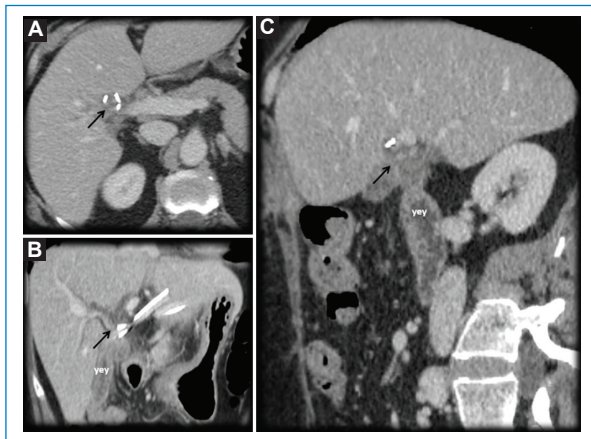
Paciente de sexo femenino, de 36 años. Antecedente de quiste del colédoco Todani Ib. Cambios posquirúrgicos de una anastomosis hepatoyeyunal derecha. TC en fase venosa. A: corte axial. B y C: MPR coronal. A, B y C: anastomosis hepatoyeyunal (flecha). yey: yeyuno.
